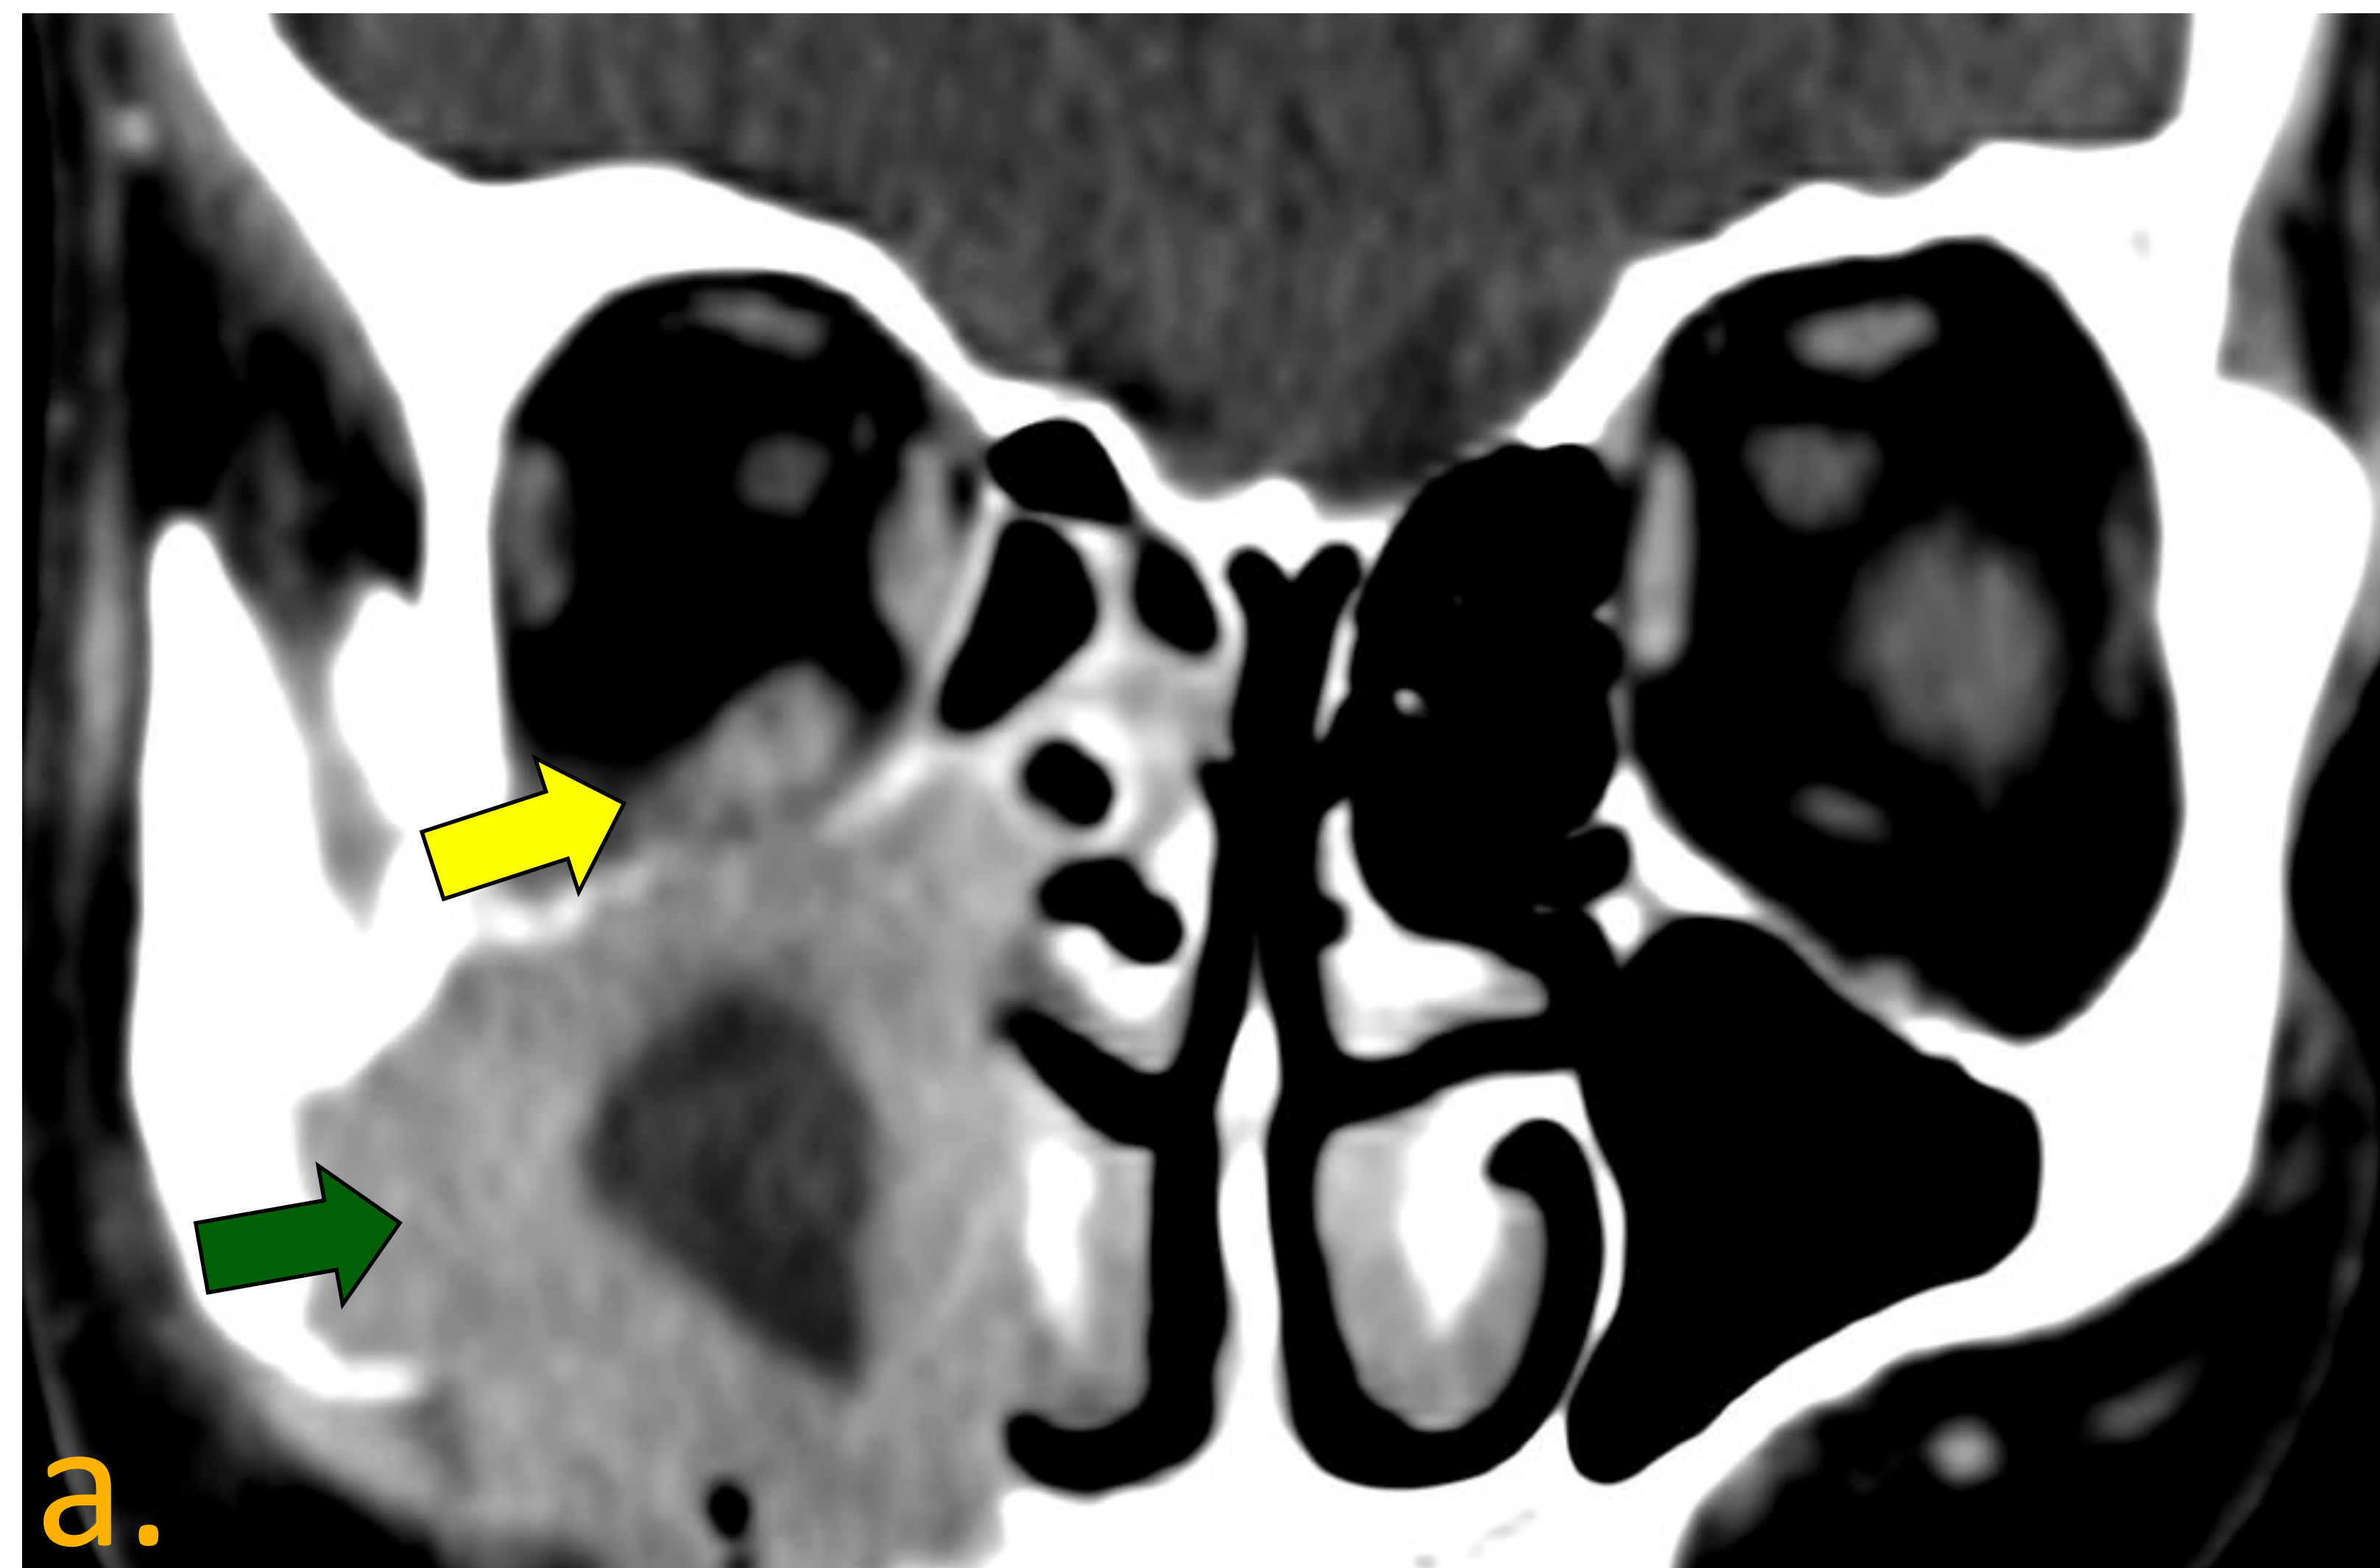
a) TC de órbitas con contraste coronal b) TC de órbitas con contraste sagital. Paciente con enfermedad por IgG4. Engrosamiento mucoperióstico circunferencial en antro maxilar derecho (flecha verde) que infiltra la grasa extraconal orbitaria derecha y contacta con el músculo recto inferior (flecha amarilla).
